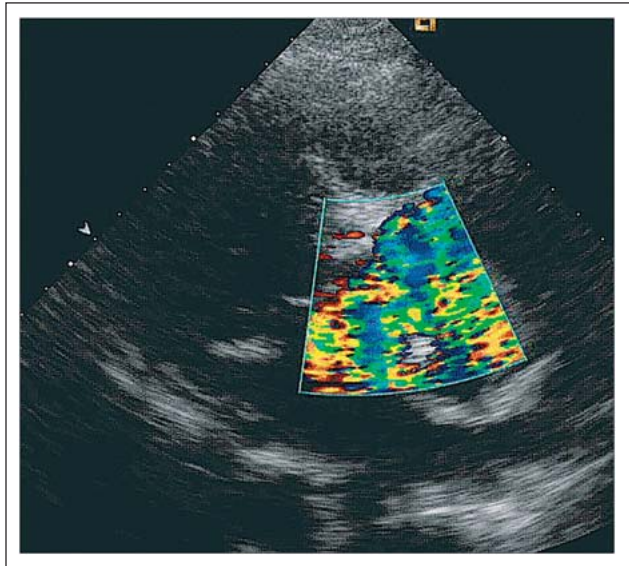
Parasternale lange Achse mit Farbdoppler
